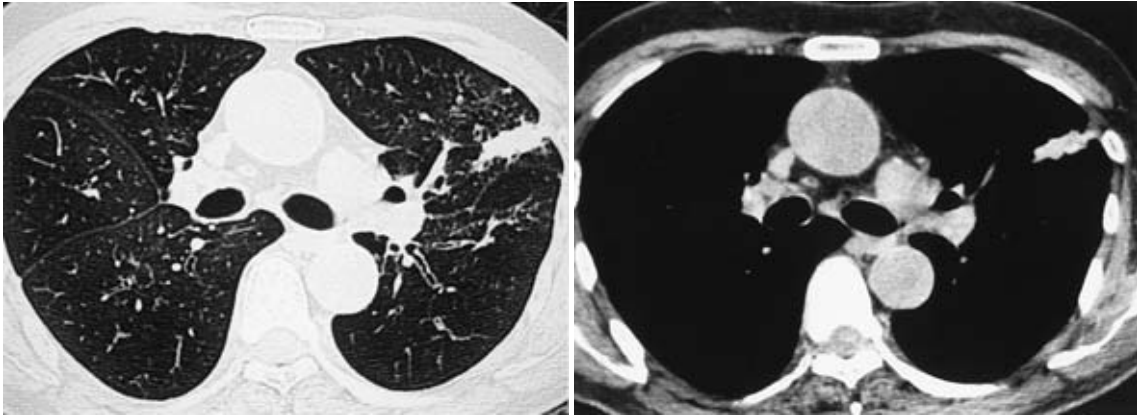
(A) Chest CT scan on February 6, 1997 showing a peripheral nodule in the left upper lobe.
